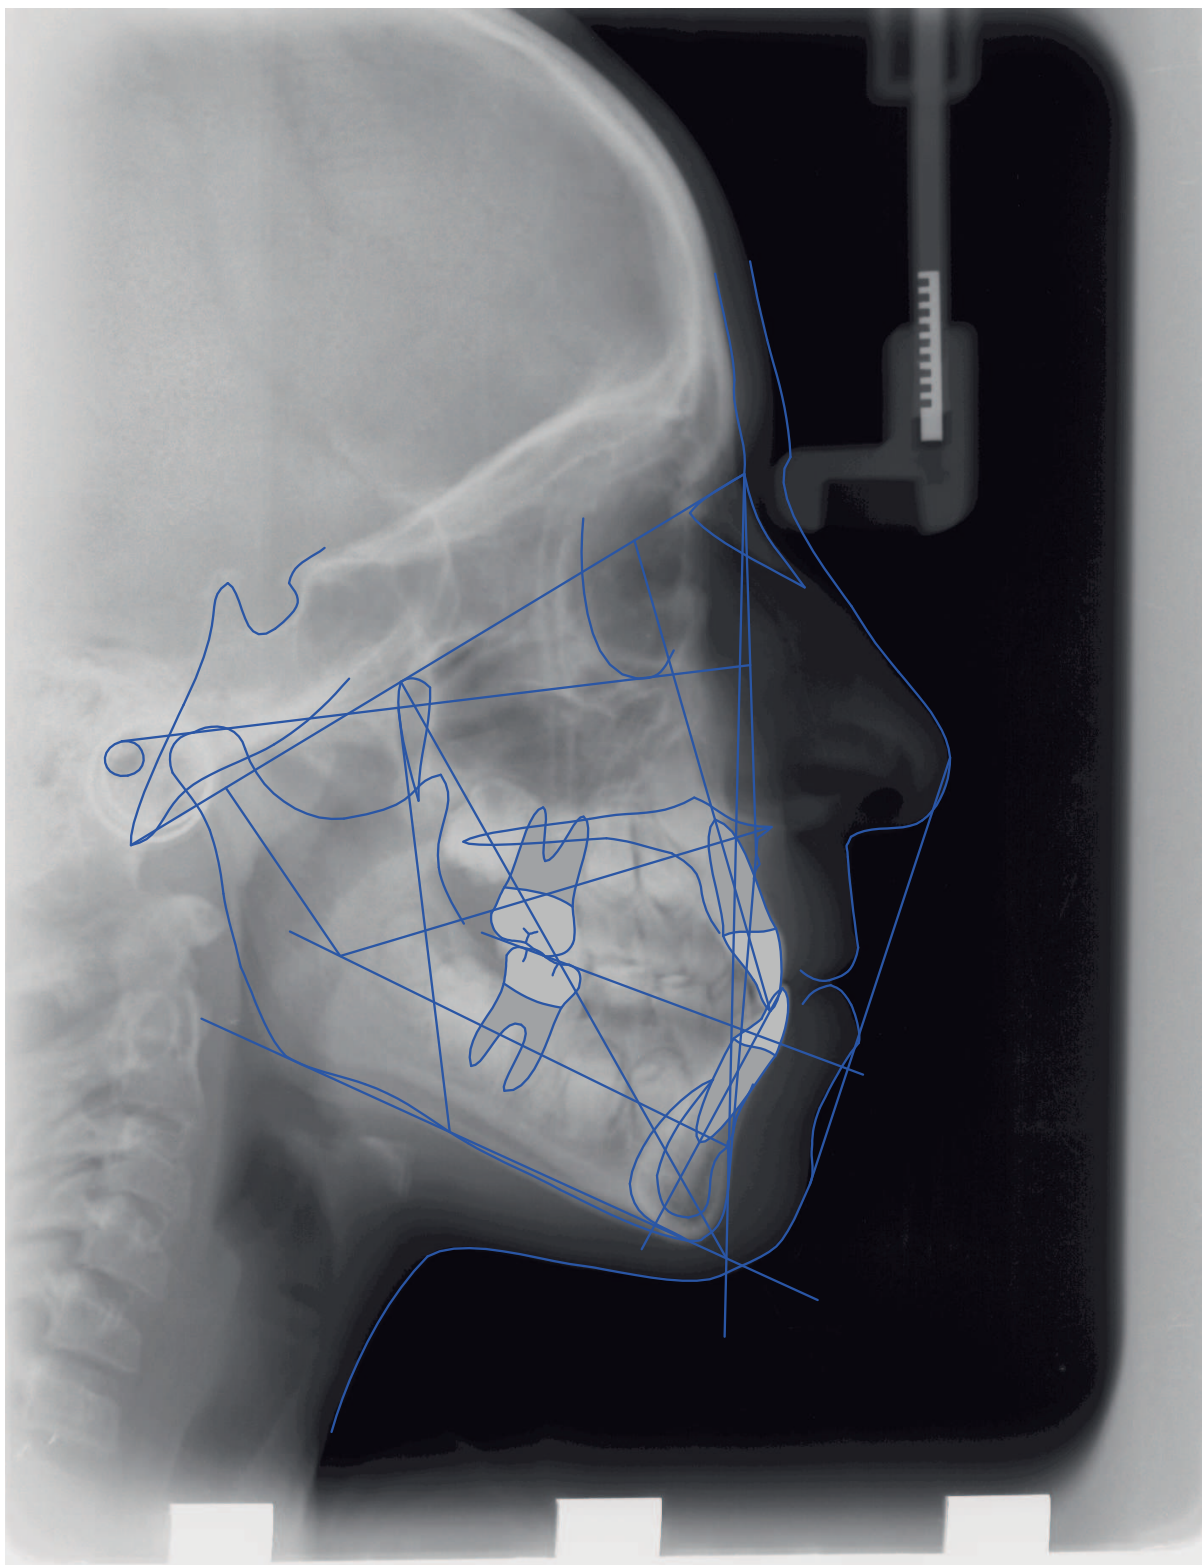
Teleradiografia e traçado cefalométrico do caso clínico 4.
